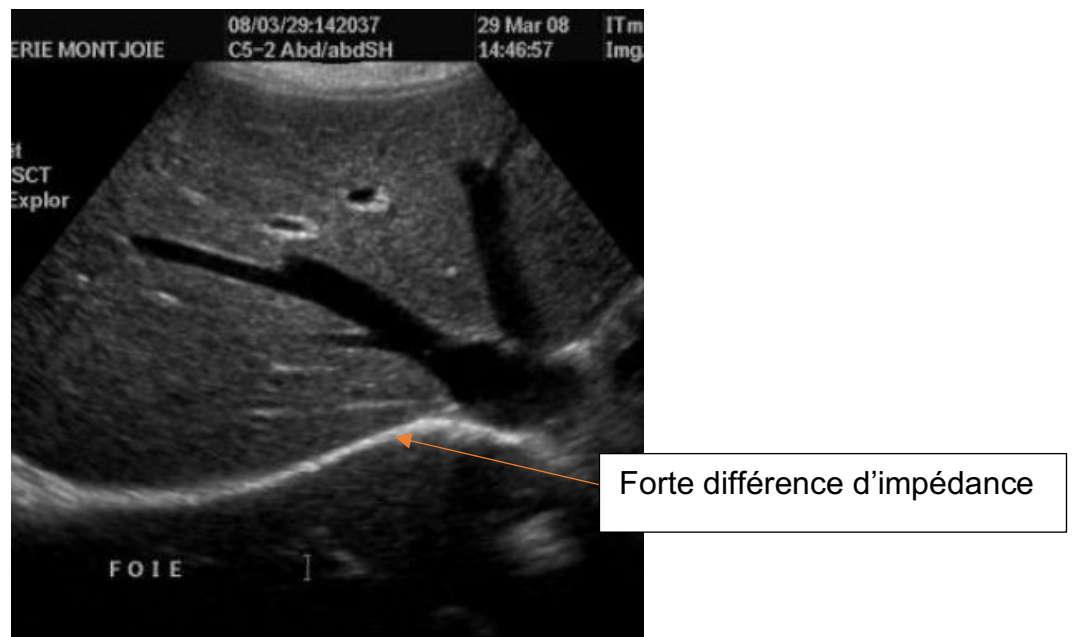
Exemple d'une image échographique avec une différence d'impédance importante
